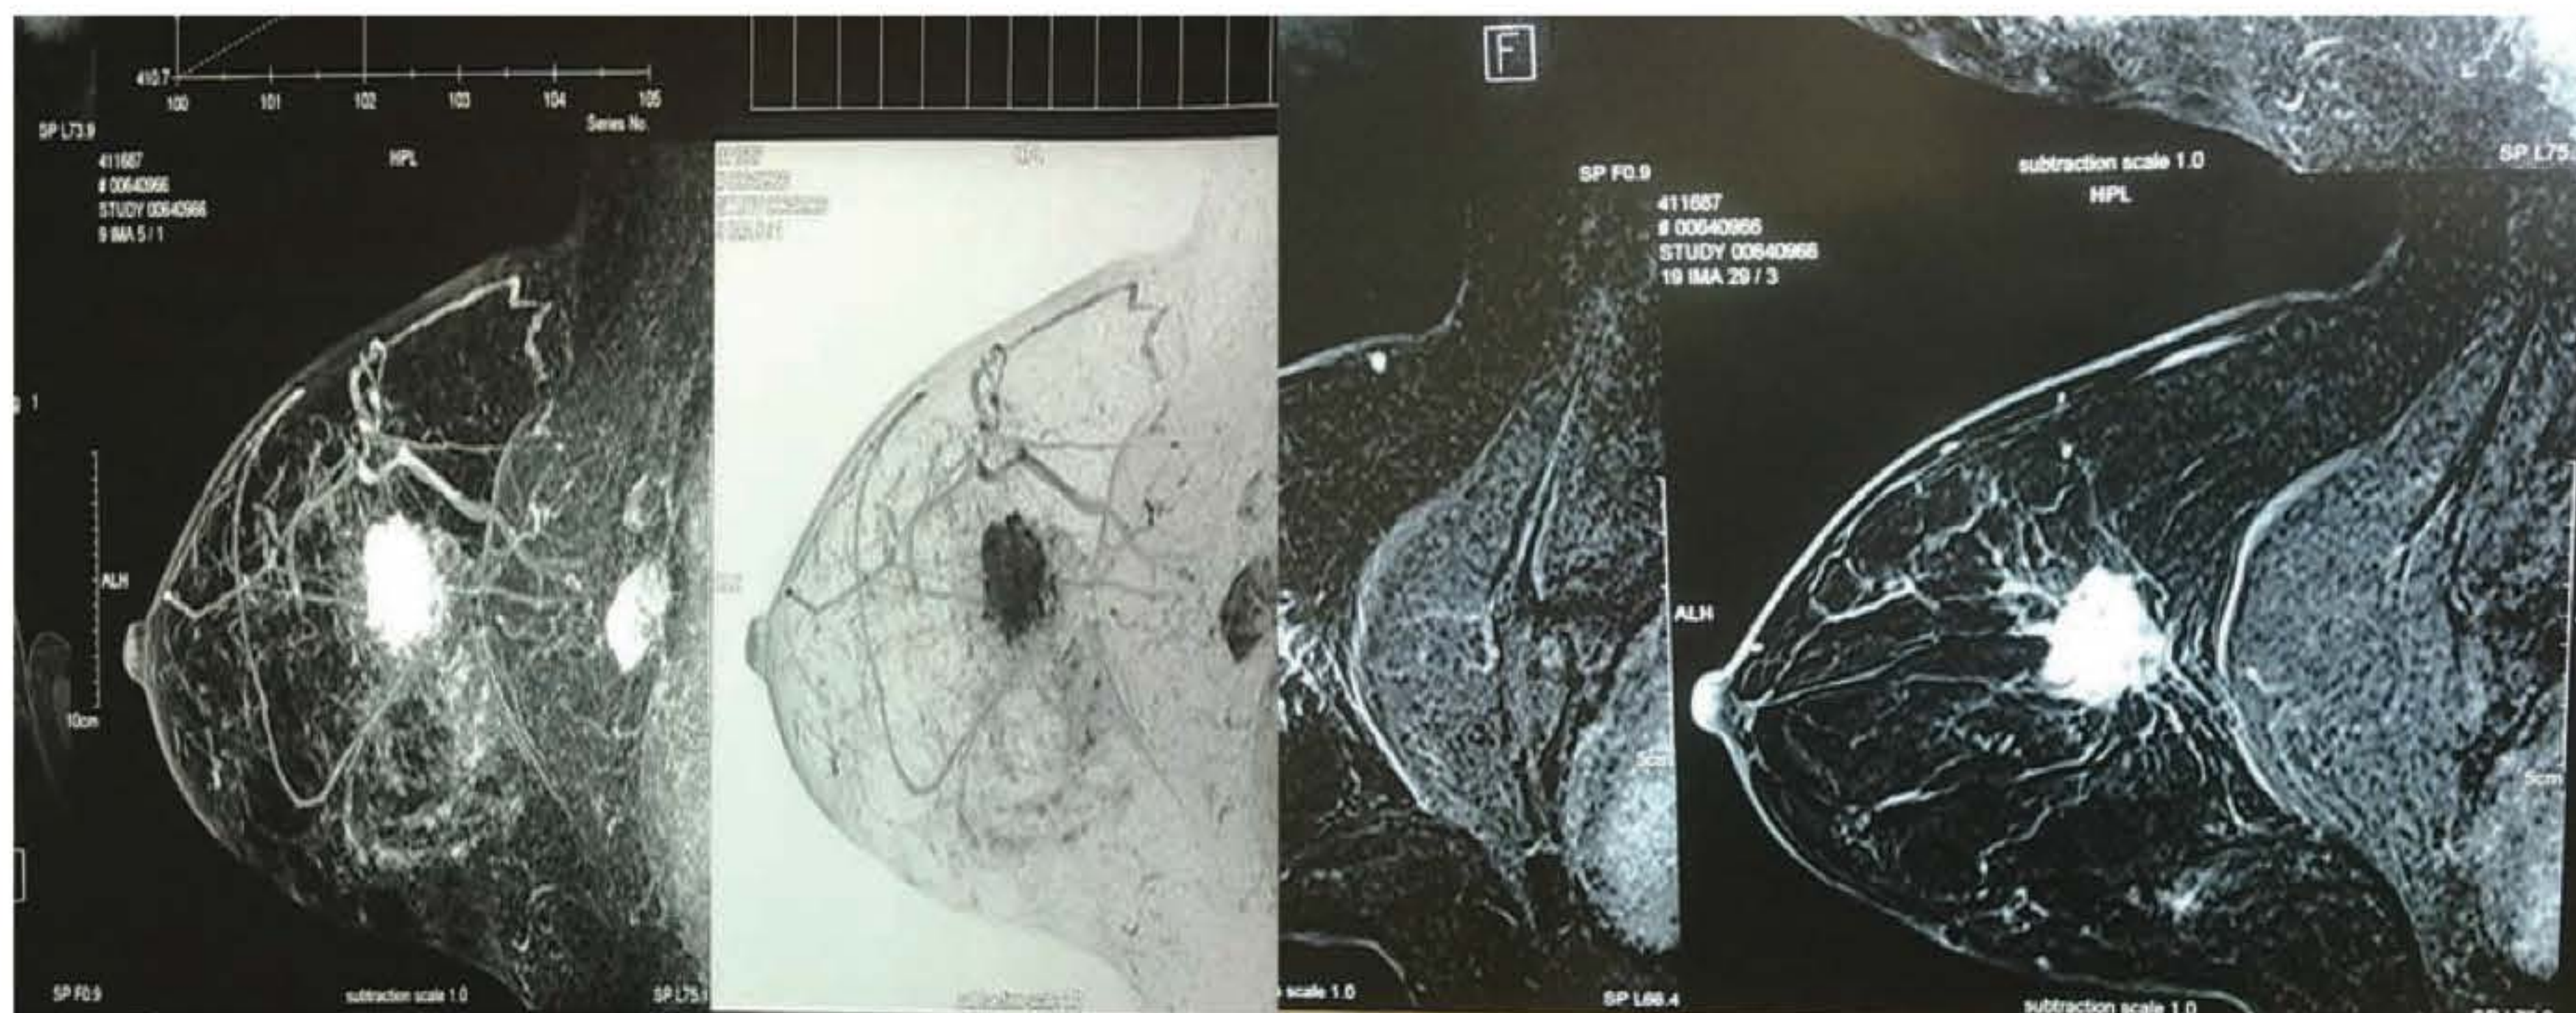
► RM – câncer de mama.
